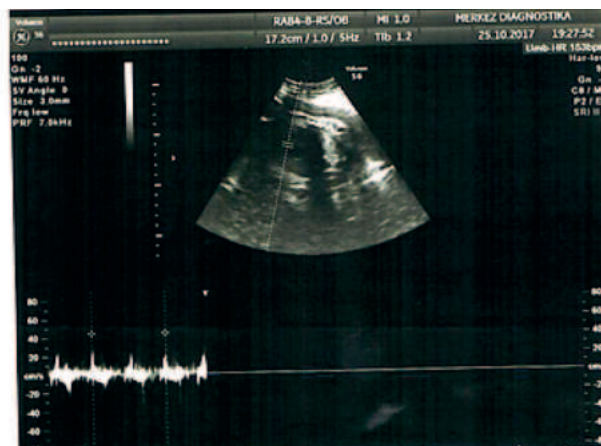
Ultrasound and Doppler examination. Central placenta previa (own observation).
